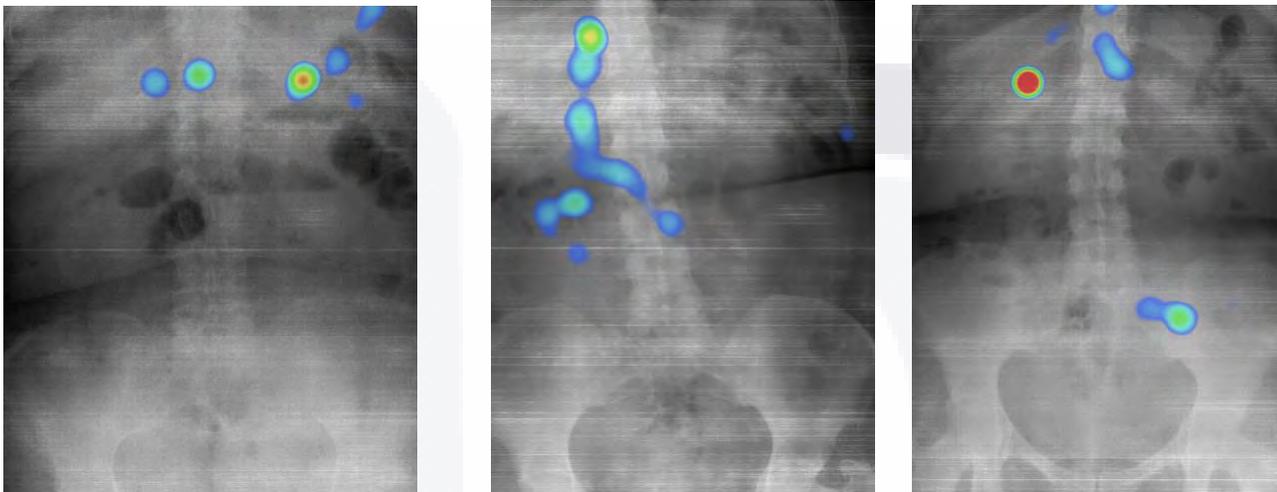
Muestra de radiografías con patrón de movimiento ocular y calor.
